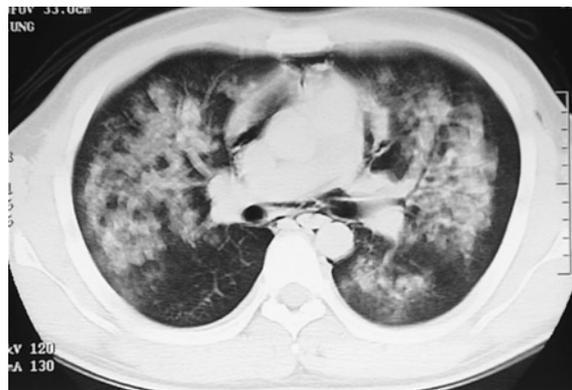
Chest CT scan on admission showing diffuse infiltration extending along bronchovascular bundles. The subpleural region was spared. Subcutaneous and mediastinal emphysema was noted.
